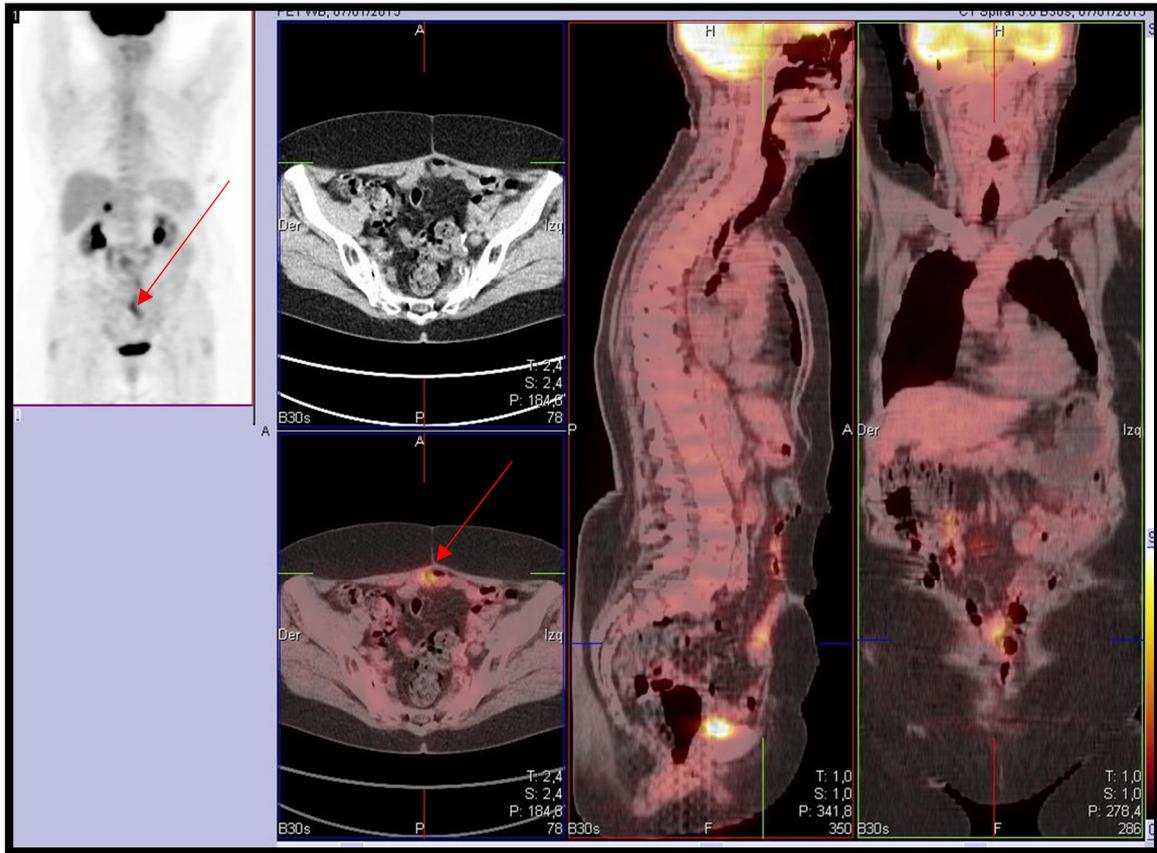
Imagen volumétrica y cortes seleccionados de la exploración PET, imagen TAC y de la fusión de ambas: Se puede observar que las imágenes de fusión permiten apreciar que la captación de la línea media abdominal corresponden realmente a actividad intestinal, y no a diseminación metastásica abdominal.
